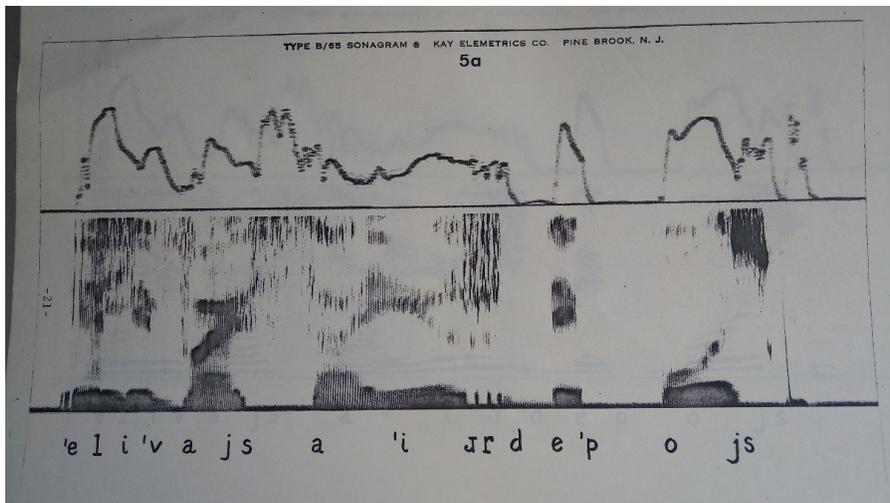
Sonograma de “Ele vai sair depois”.
